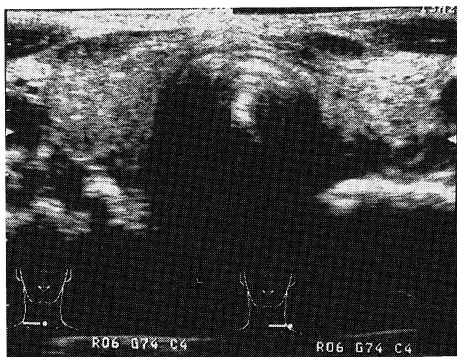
Thyroid ultrasonography (Case 1)
